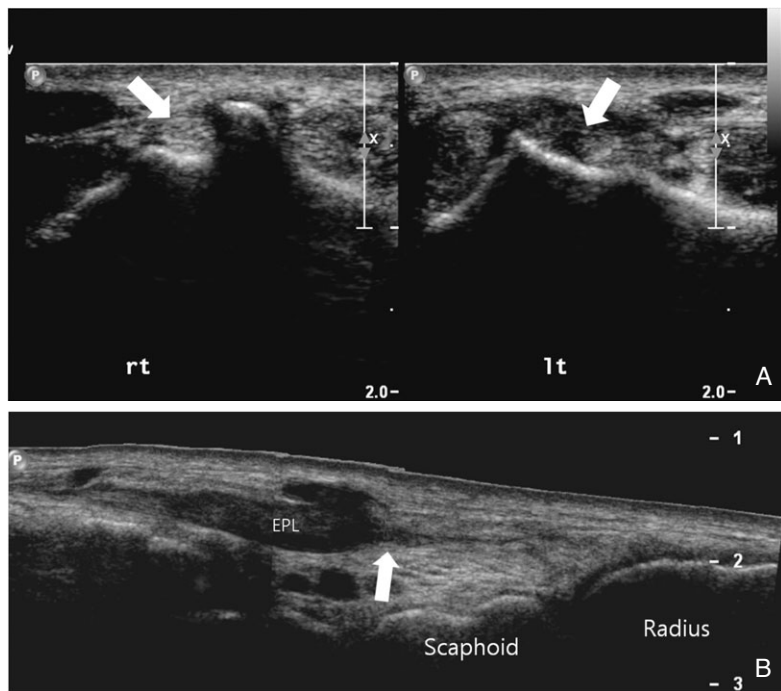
A patient with complete tear of extensor pollicis longus tendon (EPL) A. Transverse sonography at the level of distal radius shows empty right third extensor compartment (arrows). B. extended field of view image shows swollen distal part of EPL which disrupted at scaphoid level.
